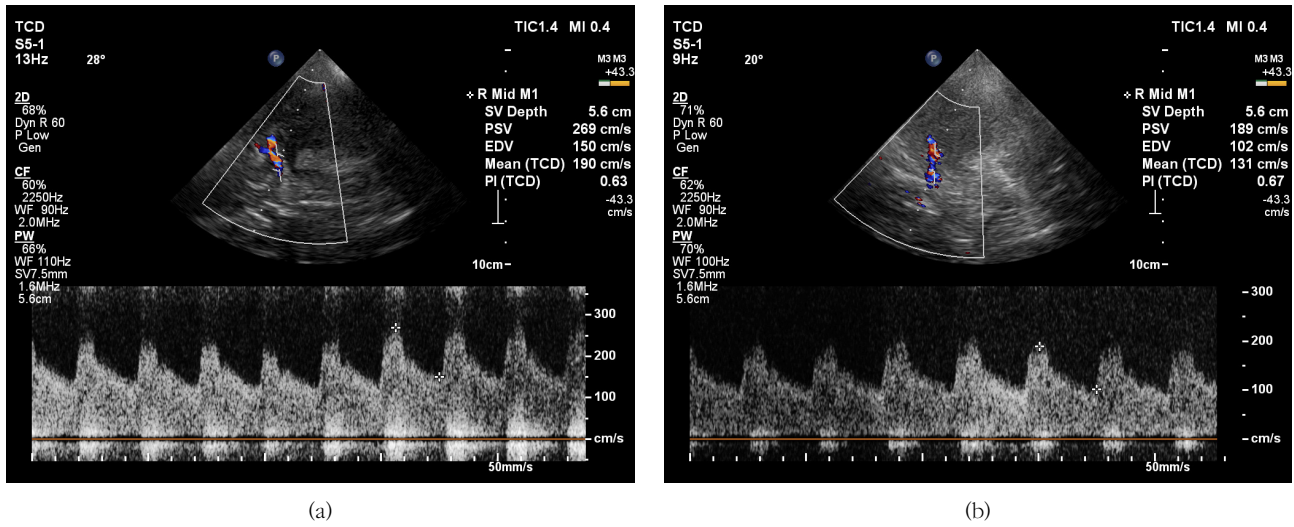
(a) 11<sup>th</sup> transcranial color coded doppler continued to increased than previous MFV (b) MFV decreased after 14<sup>th</sup> angioplasty.
